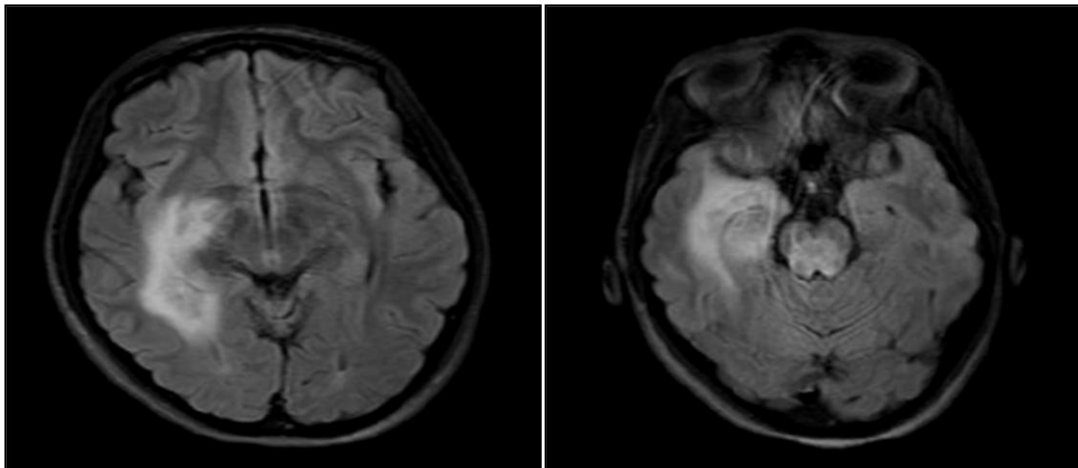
IRM d'une encéphalite à anti NMDAr : lésions non spécifiques [86].
